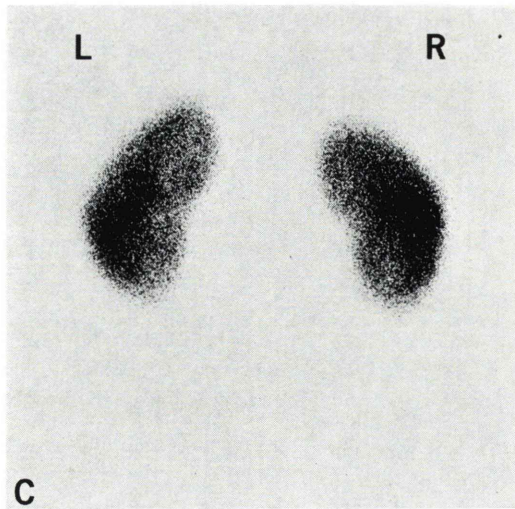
(continued) (C) ^{99m}Tc -DMSA static renal scintigram. Relative renal perfusion and function ratio; L: 47%, R: 53%.
